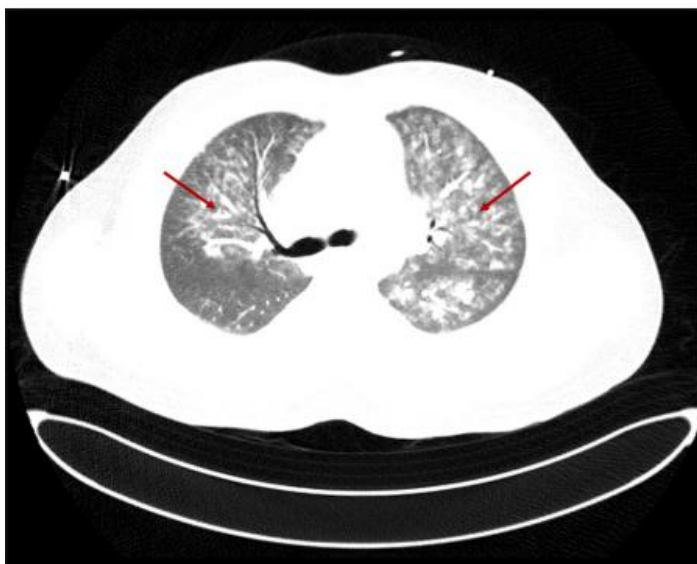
Chest computed tomography with contrast showing extensive bilateral ground-glass and patchy nodular opacities, more on the left lung (red arrows).
